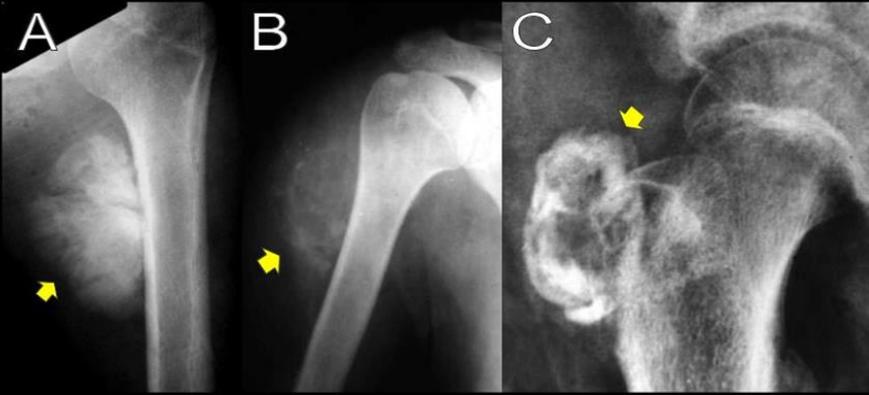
A) Osteosarcoma perióstico: engrosamiento de la corteza de la diáfisis con un borde festoneado y una reacción perióstica perpendicular que se extiende a una masa de partes blandas, heterogénea, con base exterior, pobremente mineralizada, de márgenes irregulares y espículas calcificadas que irradian del epicentro. B) y C) Osificación heterotópica: radiografía y tomografía, respectivamente. Se evidencia una masa de partes blandas que sigue un comportamiento biológico de maduración de la periferia hacia el centro, más densa en la periferia.
